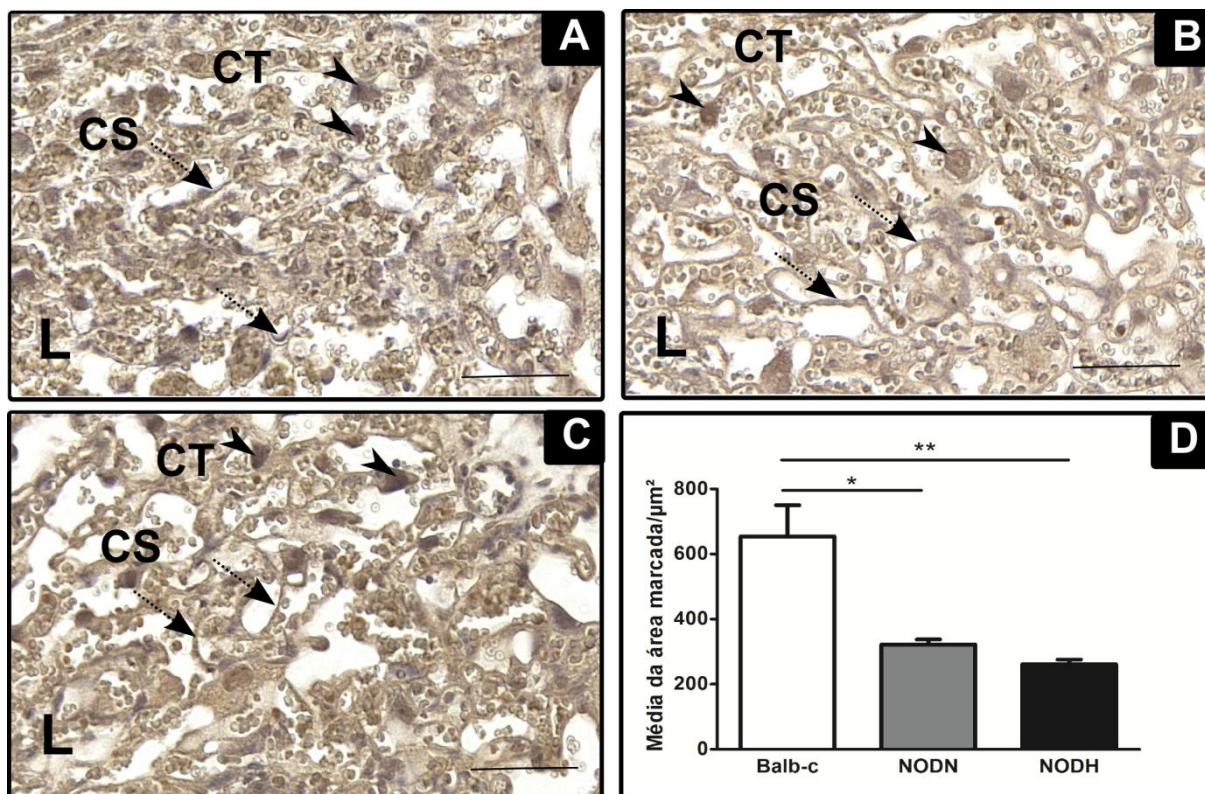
Imunolocalização de Histona-3 no labirinto (L) de placentas de Balb-c (A), NODN (B) e NODH (C). Marcação presente no CT (cabeça de seta), e SC em todos os grupos (seta pontilhada). Cortes de Parafina. Barras: 50μm. D) Quantificação da imunomarcacão de Histona-3 no L. Dados expressos como média ± E.P.M.; teste-t; *p < 0,05 e  p < 0,001; n=3.
